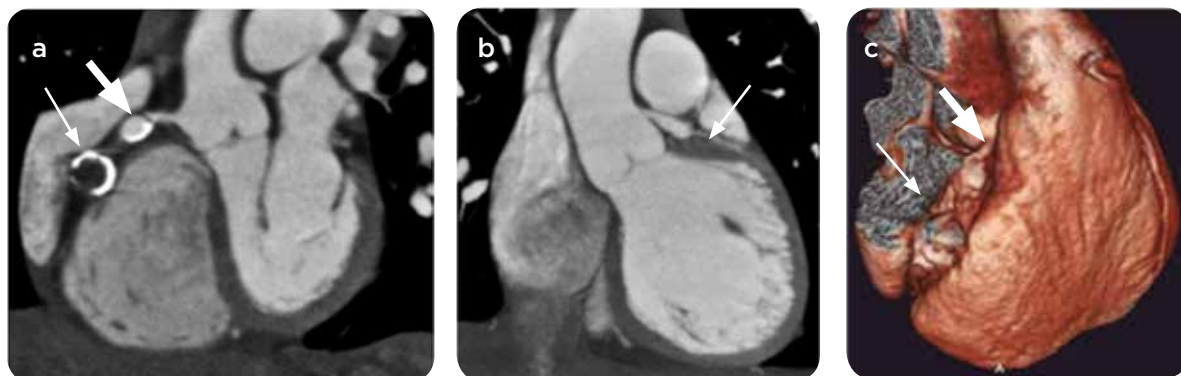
Paciente de 8 años de edad, con enfermedad de Kawasaki y aneurismas de las arterias coronaria derecha y del tronco común de la coronaria izquierda. a) Reconstrucciones curvas de la arteria coronaria derecha, b) del tronco común de la coronaria izquierda y c) reconstrucción tridimensional epicárdica de estudio de angiotomografía coronaria. Se identifican 2 aneurismas de la arteria coronaria derecha: uno proximal sin trombo (flechas gruesas) y un segundo aneurisma más distal trombosado (flechas en a y c). También se observa aneurisma fusiforme no trombosado más pequeño del tronco común de la coronaria izquierda (flecha en b).
